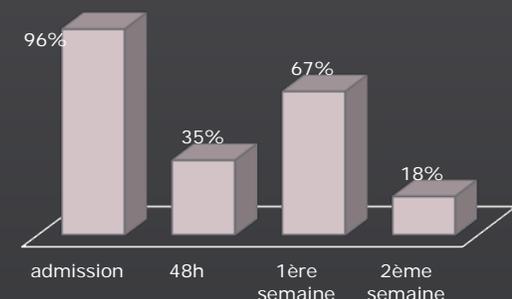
délais de réalisation de la TDM et contrôles scannographiques ultérieurs
